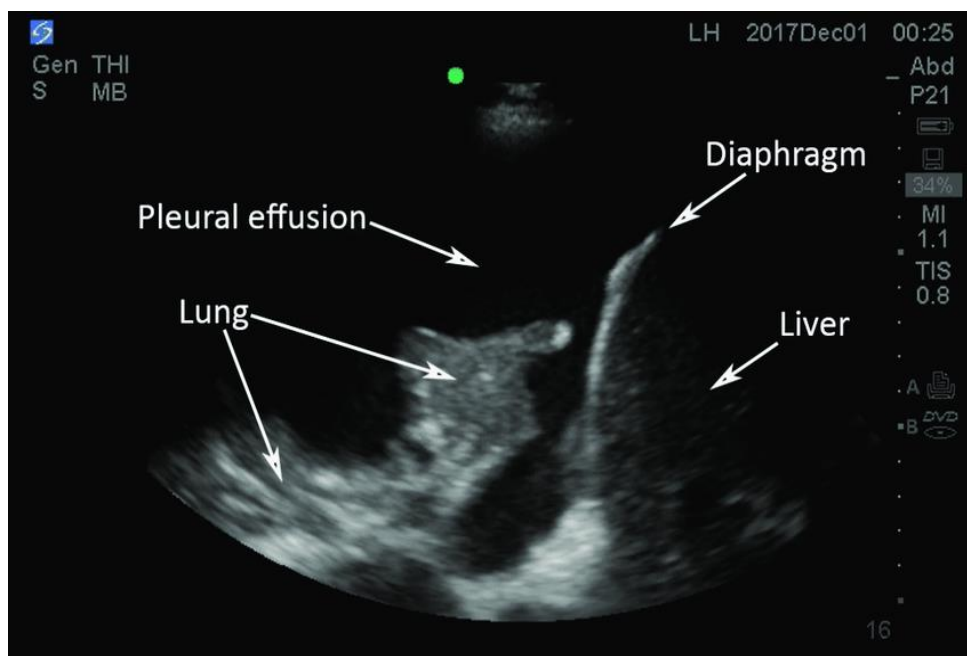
versamento pleurico rilevato all'ecografia toracica
